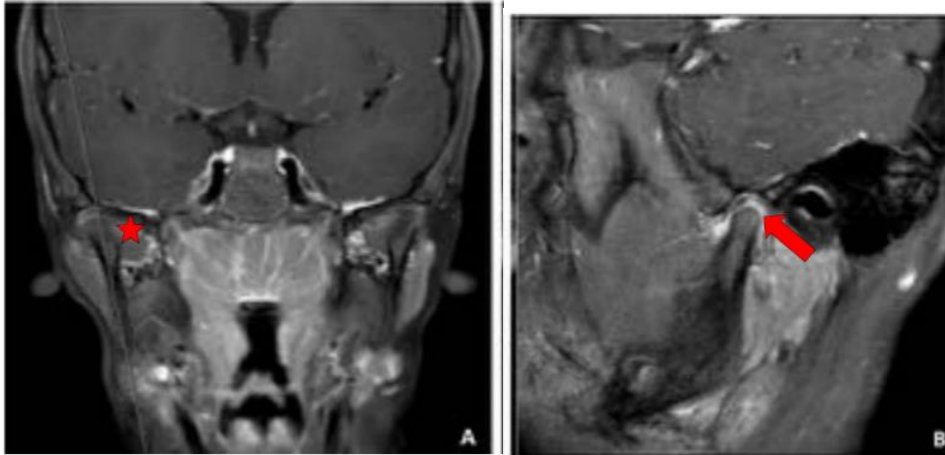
A. RM coronal oblicuo T1 CE. Y B.RM sagital oblicuo T1 CE, muestran aplanamiento condilar (estrella) y sinovitis activa (flecha) en un paciente diagnosticado con artritis juvenil idiopática (10)
